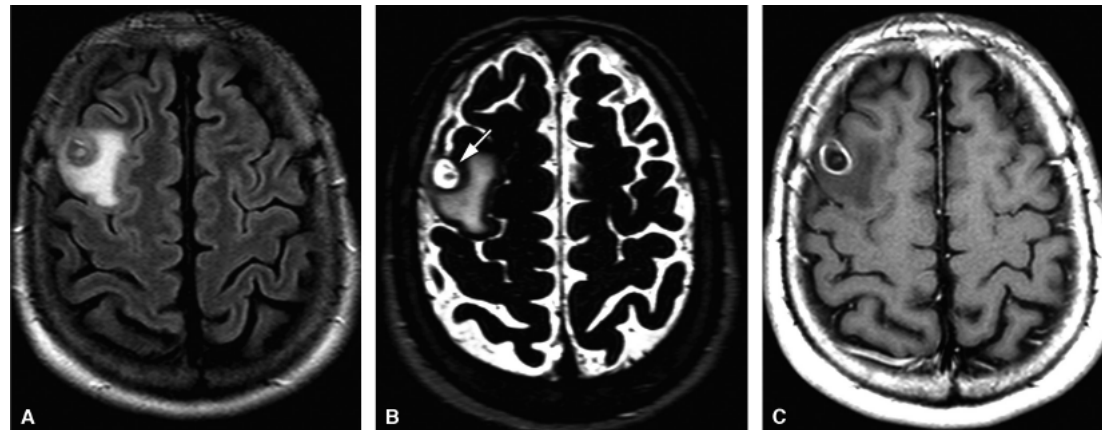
Neurocisticercose. Ressonância magnética do crânio. Sequências FLAIR (A), T2 (B) e T1 pós-contraste (C) no plano axial demonstram lesão cística no lobo frontal direito, com realce periférico pelo contraste e edema cerebral adjacente. A sequência T2 (B) evidencia escólex no interior da lesão (*seta*).
